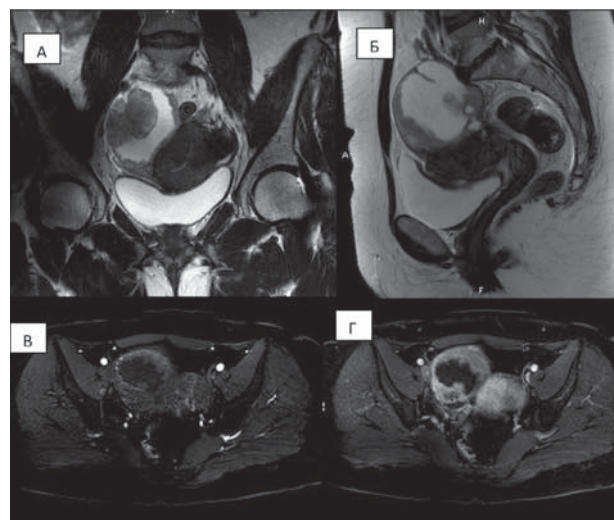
Магнитно-резонансная томография: А – T2-взвешенное изображение – корональная плоскость; Б – T2-взвешенное изображение – сагитальная плоскость; В, Г – T1-FatSat до и после введения контрастного препарата четко визуализируется сложная по структуре опухоль, исходящая из правого яичника, с выраженным мягкотканым компонентом, с распространением в правый параметрий, на заднюю стенку тела матки, в паравезикальное пространство.
